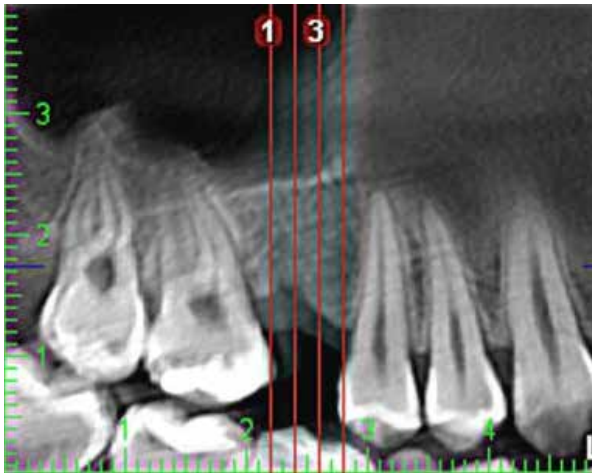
Tomografia final - Reconstrução 3D após 150 dias de proervação e acompanhamento do caso.
